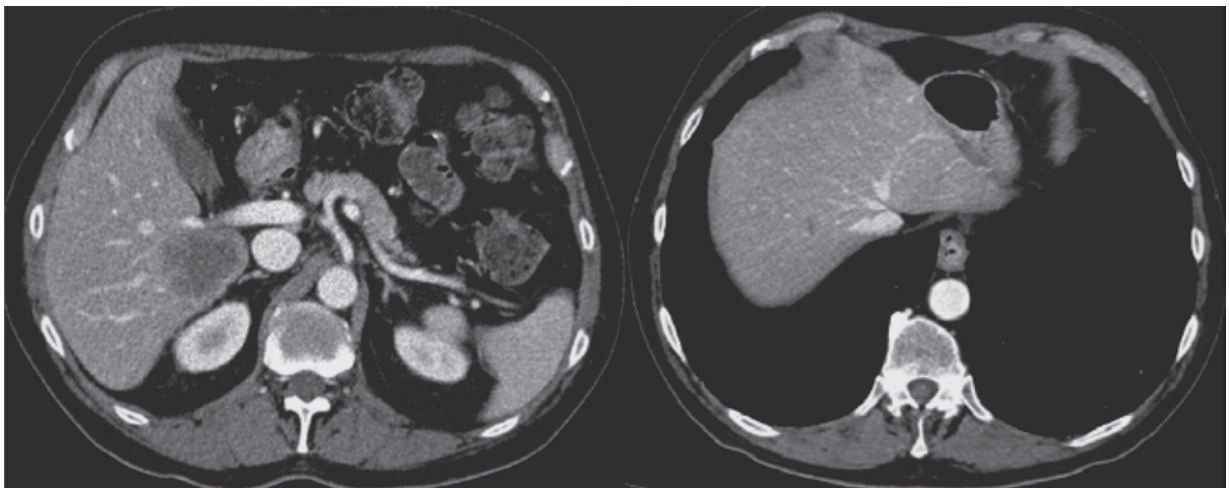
Späte KM-Phase CT-Leber 2 Monate nach FOLFIRI + Cetuximab. Es zeigt sich eine partielle Remission der bekannten Lebermetastasen.
